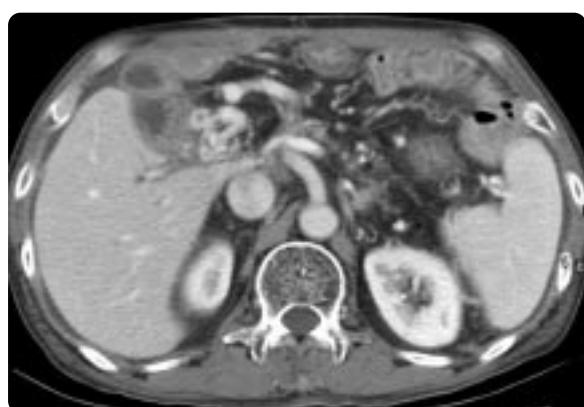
Axial CT image shows stenosis in the extrahepatic portal vein with opacification of the collateral veins and afferent loop varix. A small amount of ascites is collected in the perihepatic and perisplenic spaces.
